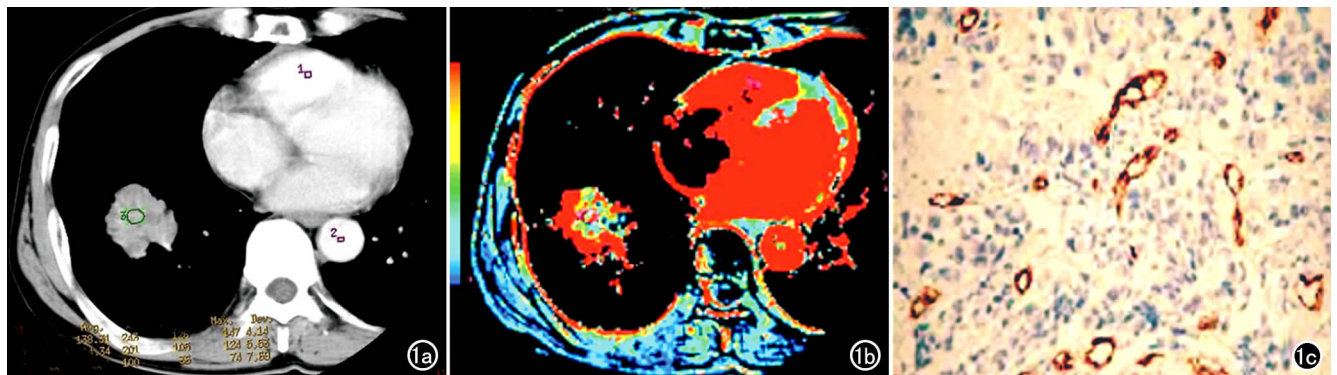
右下肺腺癌。a) 原始 CT 灌注图像示肿瘤明显强化; b) BV 图显示肿瘤血供丰富, BV 值高(红色); c) 免疫组化染色显示肿瘤微血管丰富(×200)。
